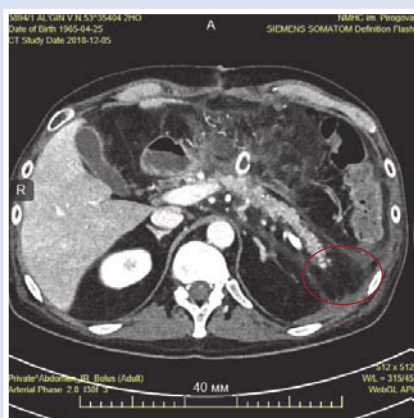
МСКТ брюшной полости с контрастированием пациента А. Отек и инфильтрация в ложе удаленной селезенки (обведено) от 05.12.2018 г.
